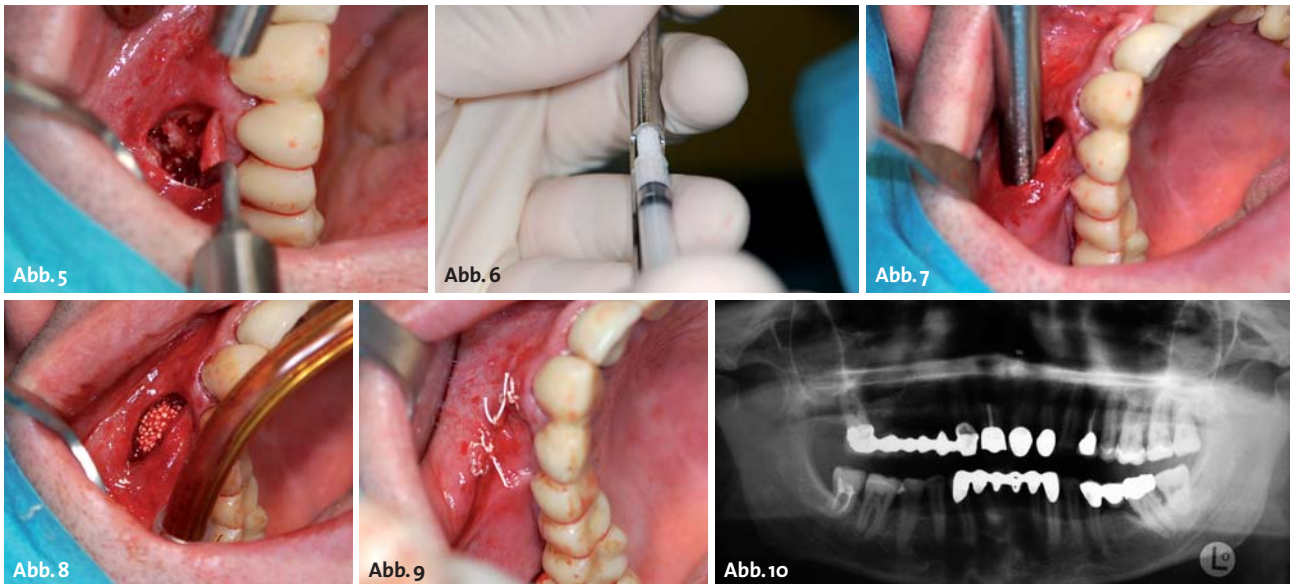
Ausgeprägte Blutung nach Eröffnung der Kortikalis. – Abb. 6: Befüllen der Einbringhilfe mit aktiviertem easy-graft™ 400 CLASSIC. – Abb. 7: Einbringen des Knochenersatzmaterials. – Abb. 8: Eingebettetes Knochenersatzmaterial. – Abb. 9: Wundverschluss mit Einzelknopfnähten, Nahtmaterial der Fadenstärke 5-0. – Abb. 10: Röntgenkontrolle postoperativ.
